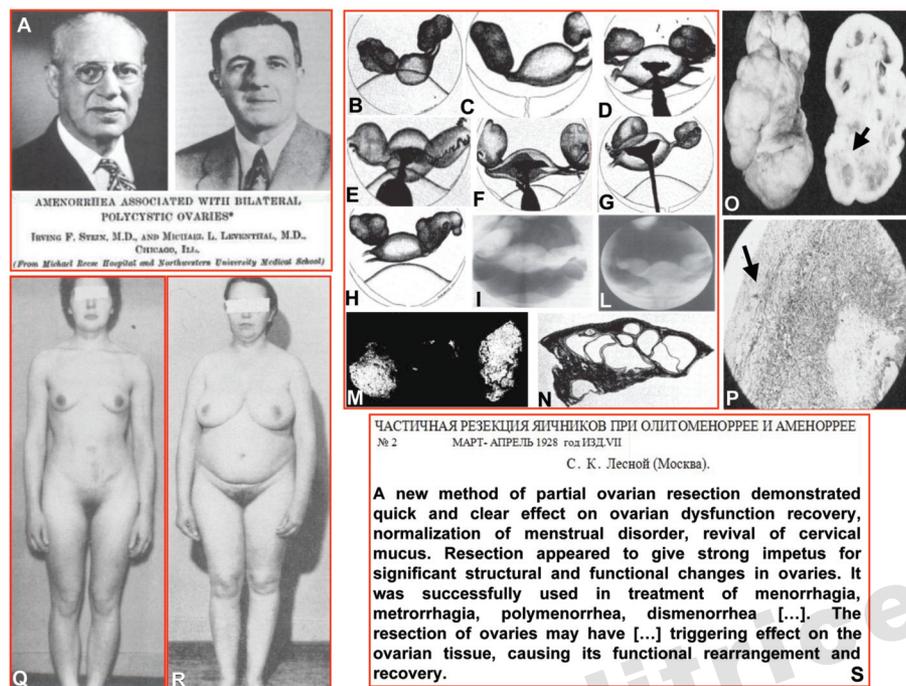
A) Fotografie di Stein (a sn) e Leventhal (a dx) con il frontespizio dell'articolo originale. B-H) Disegni delle pneumoradiografie ovariche dei 7 casi del 1935 (B,E,G = obesità; C,D,F,H = iperandrogenismo). Si notino la bilateralità delle lesioni e le dimensioni ovariche rispetto all'utero. I-L) Pneumoradiografie di ovaio policistico (Stein, NEJM 259, 420, 1958). La radioopacità dipende dall'instillazione di mezzo di contrasto iodato (lipiodol) in utero e tube. M) Visione laparotomica di ovaie policistiche (Stein, Clin Obstet Gynecol 2, 207, 1959). N) Sezione istologica del caso C del 1935. O) Ovaio policistico con P) iperplasia tecale (freccia) in Q) fenotipo iperandrogenico. Si noti ipertricosi su linea alba e arti. R) Fenotipo obeso; si noti l'assenza di ipertricosi (Yoneda, Canad MAJ, 82, 1117, 1960). S) Frontespizio dell'articolo originale di Lesnoy (*Chastichnaja rezekcija jaichnikov pri olygomenorree i amenorree*, Akusherstvo i Ginekologija, 2: 184-191, 1928) e traduzione di parte della Discussione.
